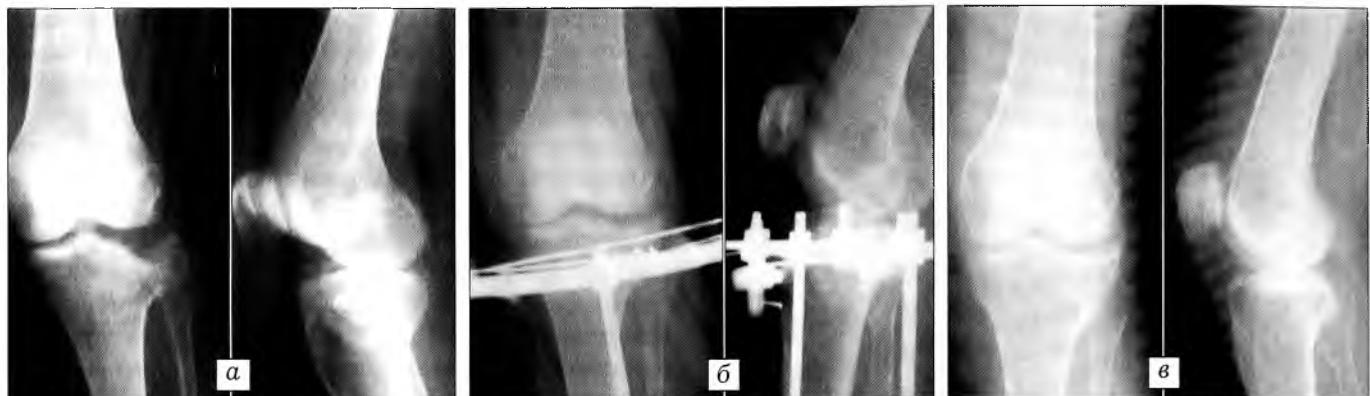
Рентгенограммы больной 57 лет с переломом наружного мыщелка большеберцовой кости типа В3.
